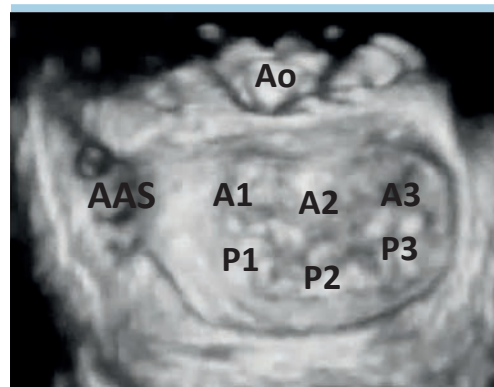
Visione "chirurgica" della valvola mitrale all'ecocardiografia transesofagea tridimensionale. Ao, aorta; AAS, auricola atriale sinistra.
